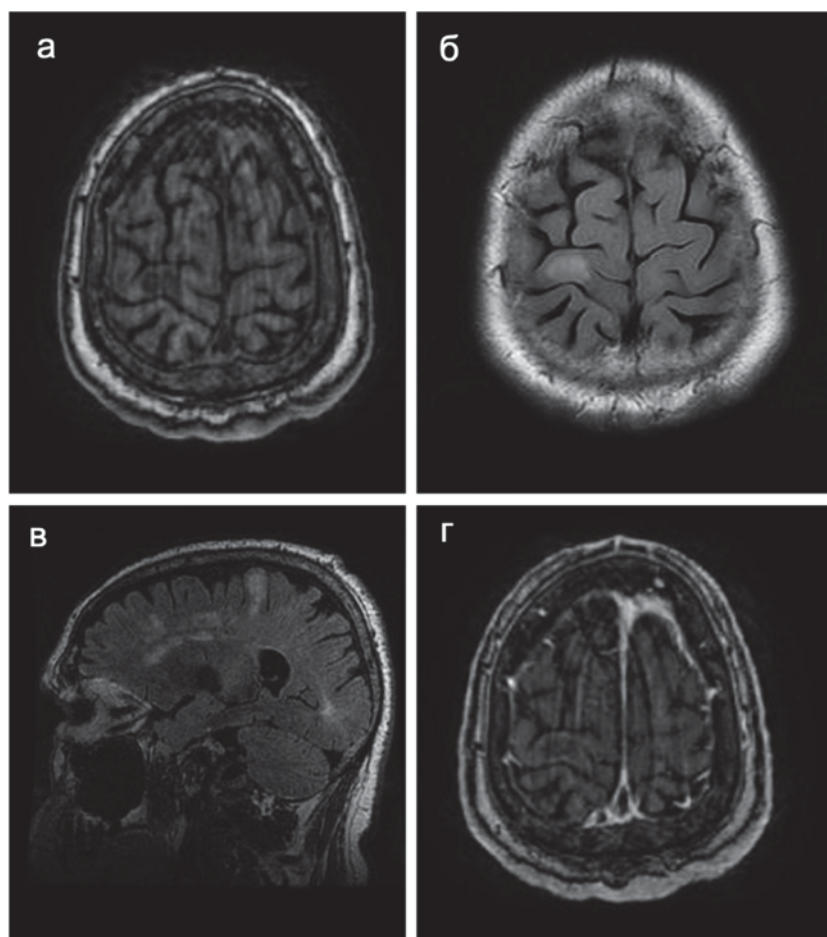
МРТ до операции. Определяется внутримозговая опухоль правой лобной доли (прецентральной извилины), без масс-эффекта и накопления контрастного препарата:
